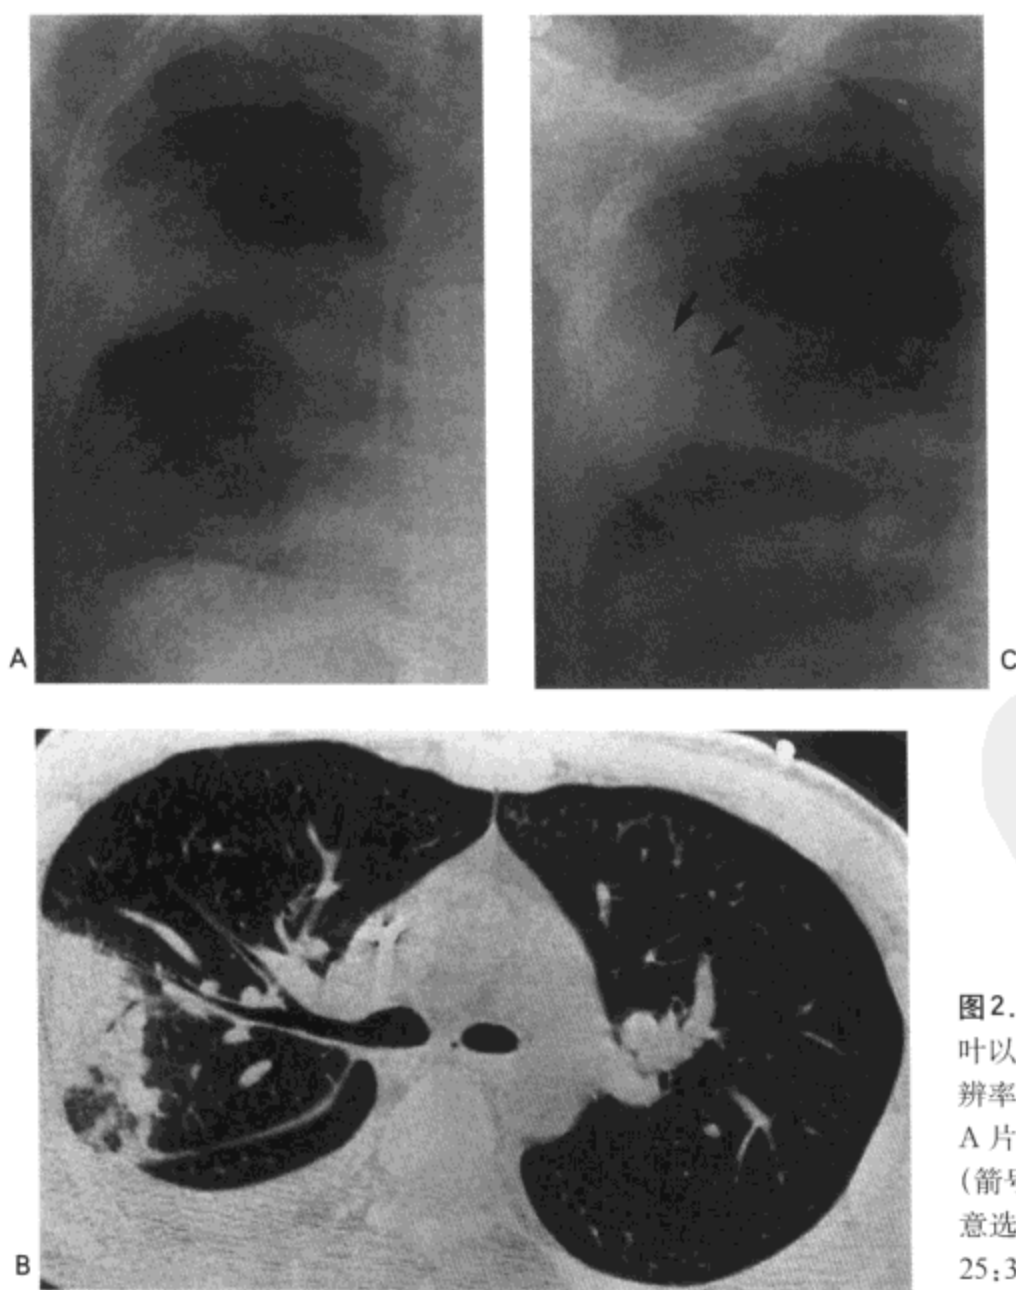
血管侵袭性肺曲霉菌病。A: X线胸片示右肺上叶以胸膜为基底的肺实变。可见中心静脉导线。B: 高分辨率CT(1.0mm层厚)限局性实变与磨砂玻璃影。C: A片拍摄后6天的X线胸片示肺实变内一新月形空气影(箭号)。病人30岁,男性,患急性骨髓性白血病(经同意选自Kim MJ等, J Comput Assist Tomogr 2001; 25:305-310)。
